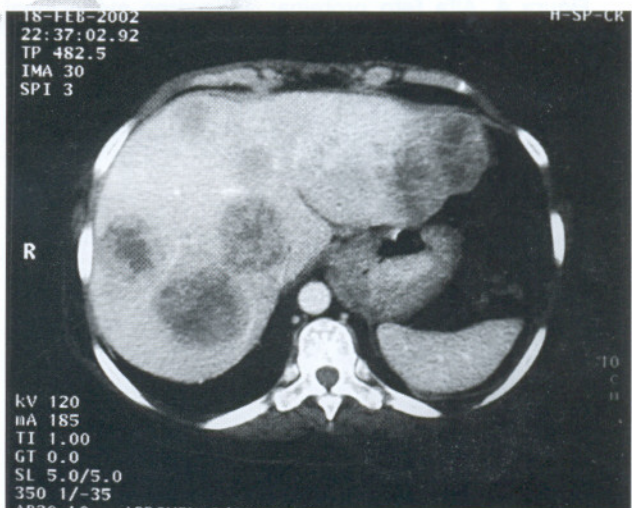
Otros Nódulos y Tumoraciones Hepáticas en la Tomografía Helicoidal.
